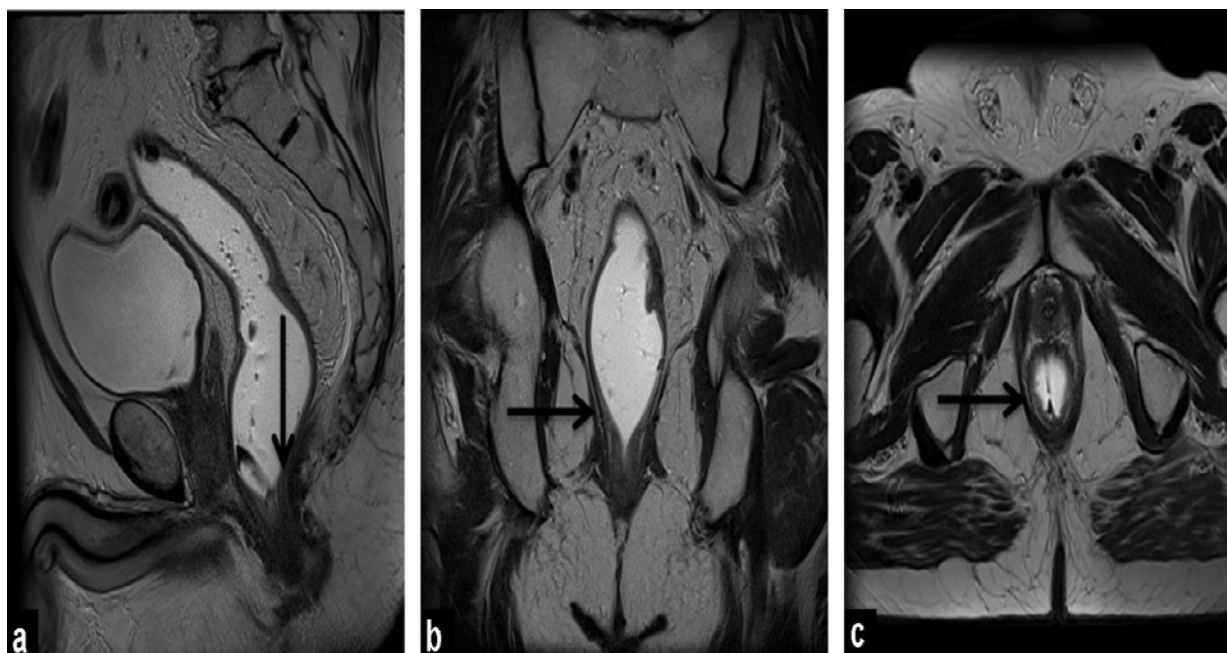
(a) IRM sagittales, (b) coronales et (c) axiales pondérées en T2 montrant le niveau de la jonction anorectale qui est un repère important et correspond à la zone de transition entre la limite supérieure du sphincter interne et le complexe puborectalis et le mur rectal. C'est le point où la couche interne de la muscularis propria s'épaissit et devient le sphincter interne (flèches).
